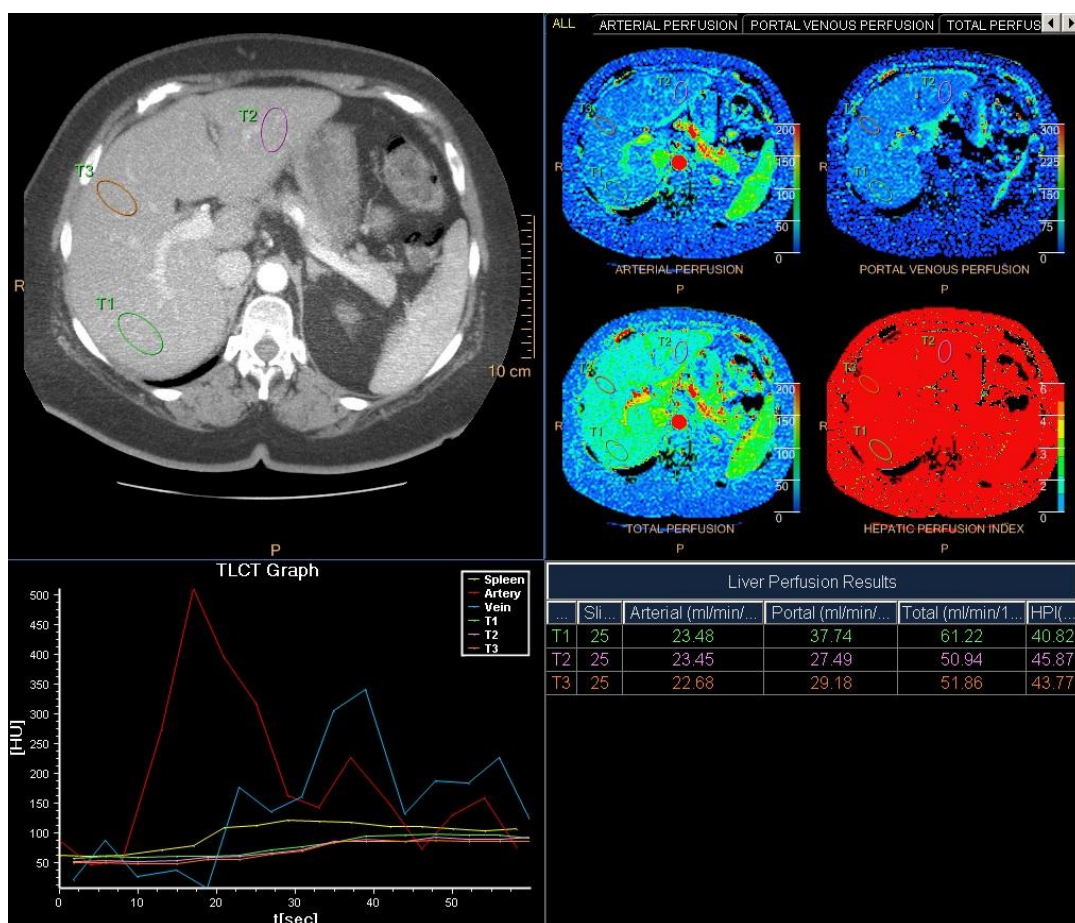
КТ-перфузия печени пациентки К. В результате постобработки данных получены значения артериальной, портальной, общей перфузии, индекса перфузии печени в III, VII, VIII сегментах печени.
